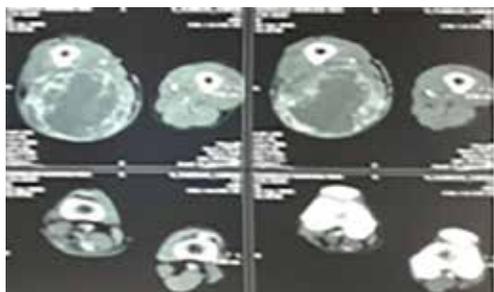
RMN de muslo derecho, LOE afectando tercio proximal y medio de muslo.
